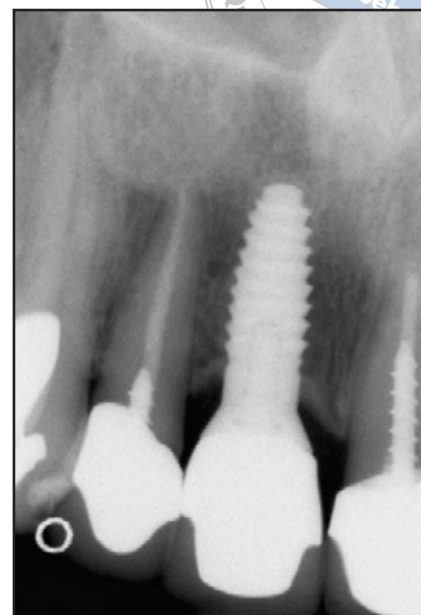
Digitale Röntgenaufnahme des 5 mm breiten Laser-Lok-Implantats 2 Jahre nach der Restauration.
